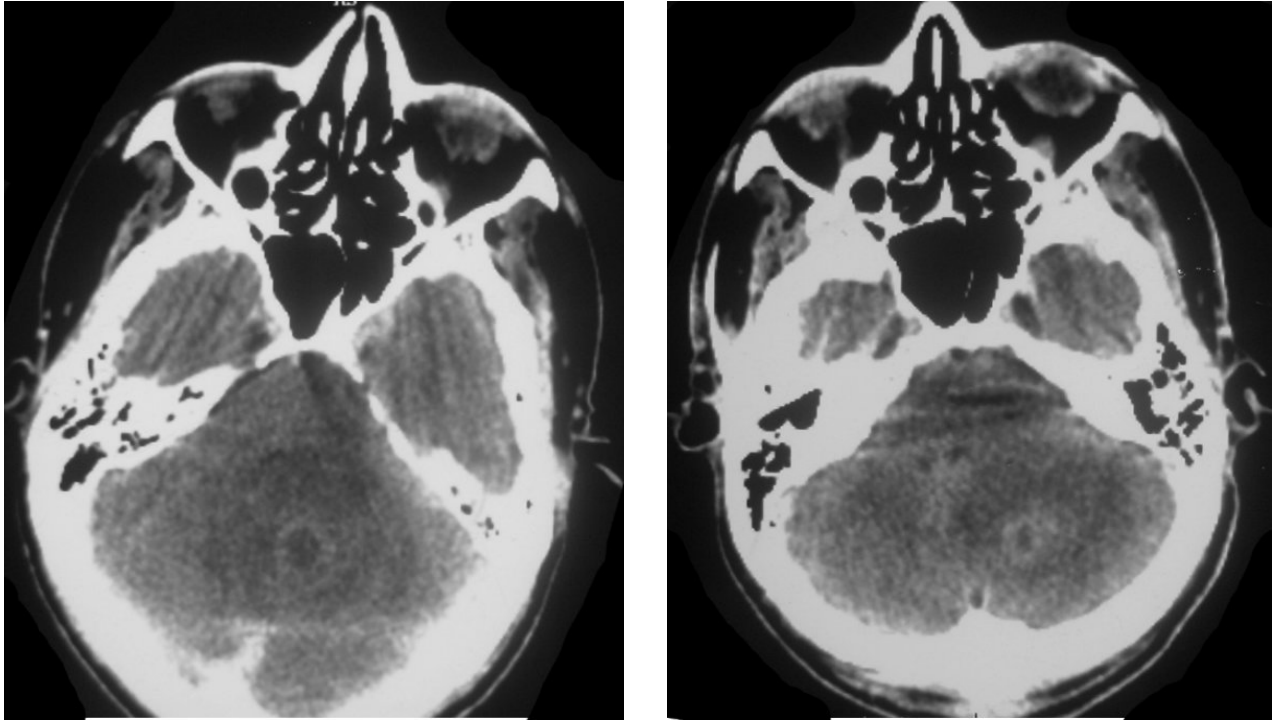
TDM en coupe axiale avec injection du PDC : lésions vermienne et cérébelleuse gauche arrondie, rehaussées de façon annulaire avec œdème périlésionnel et compression du V4 : métastase cérébelleuse sur un adénocarcinome bronchique moyennement différencié et infiltrant.
